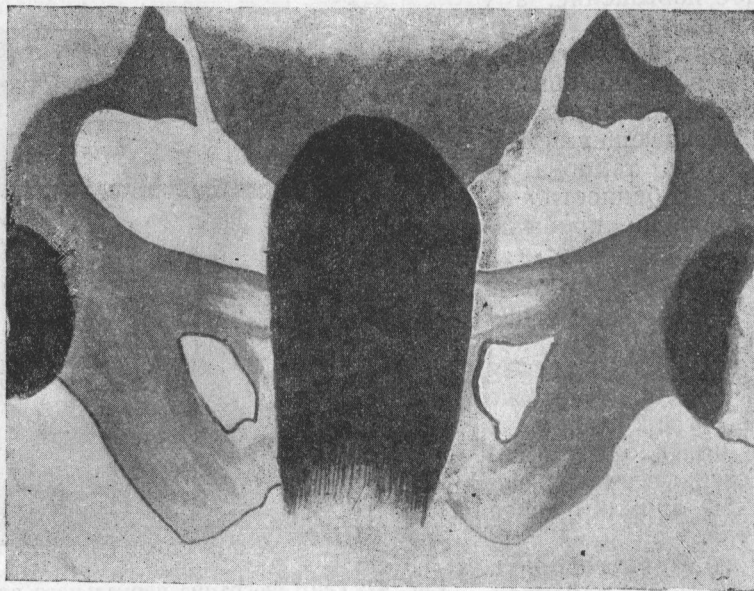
Рентгенограмма нормального влагалища.
